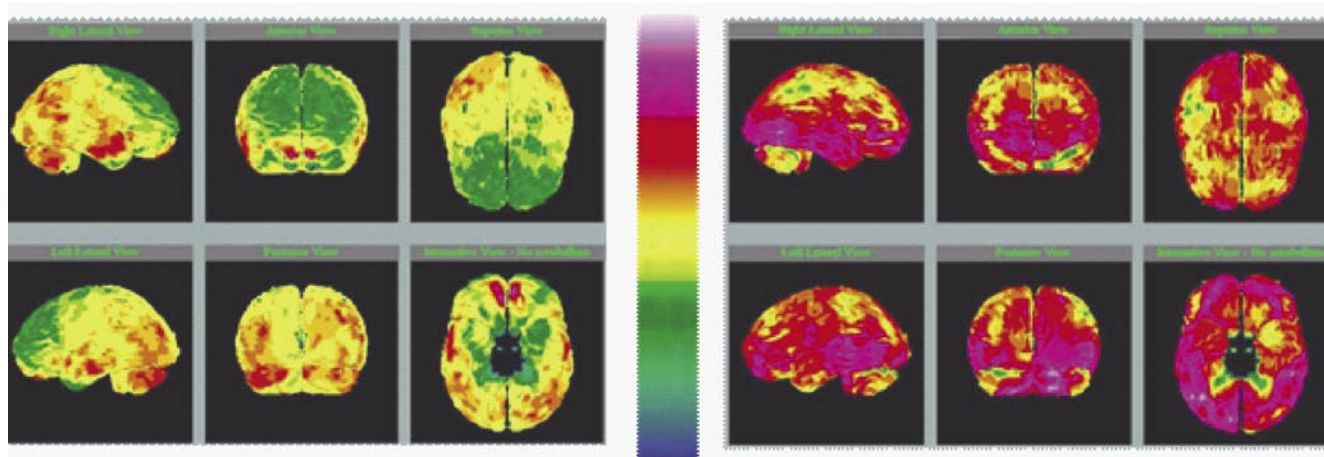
Динамика перфузии головного мозга (однофотонная эмиссионная компьютерная томография).
